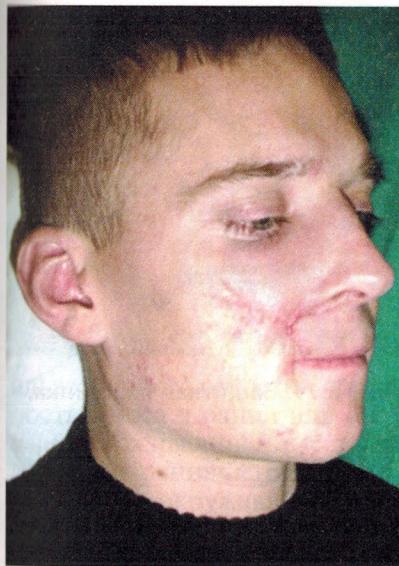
Общий вид раненого Б. и КТ лицевого черепа (3D-реконструкция).
